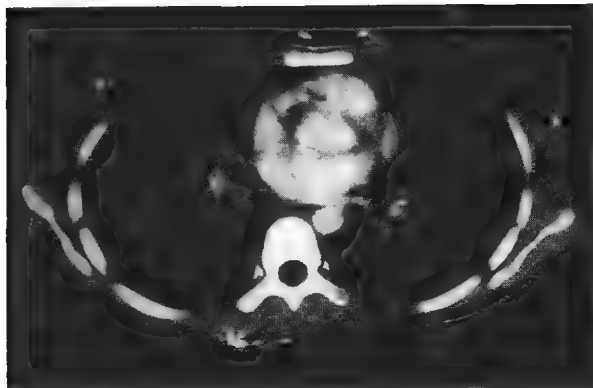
支气管淋巴结结核CT扫描显示右肺门增大的淋巴结，边缘可见明显强化
